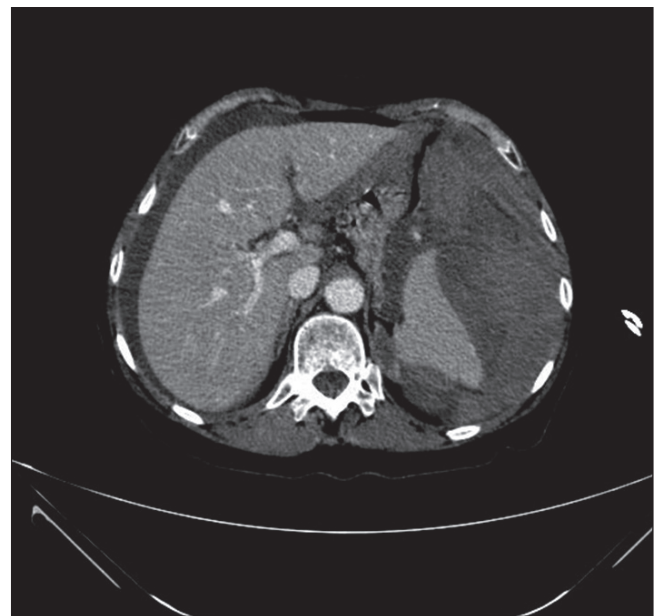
En el TAC se observa hematoma subcapsular esplénico de 15x7 cm con líquido libre intraabdominal.
